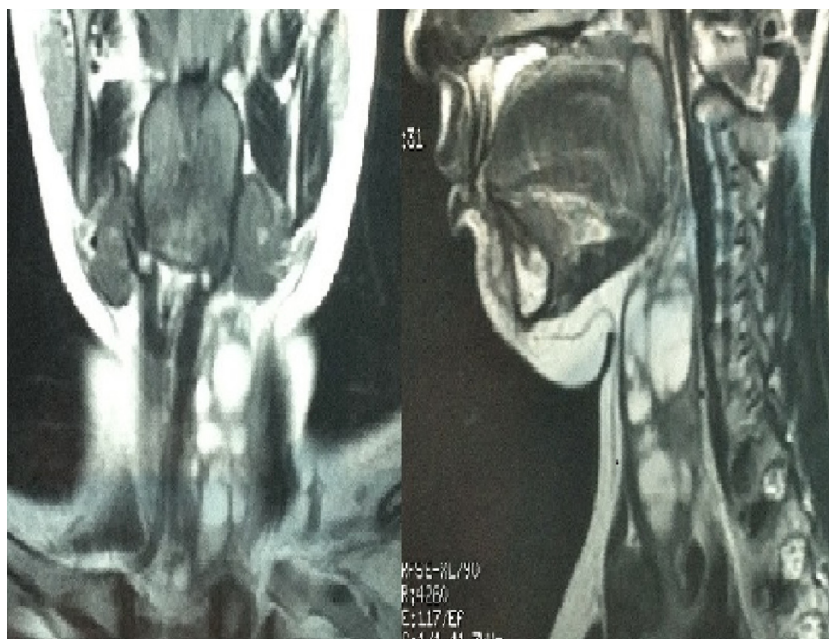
RMN cervical al diagnóstico. Proyecciones lateral y anteroposterior.
